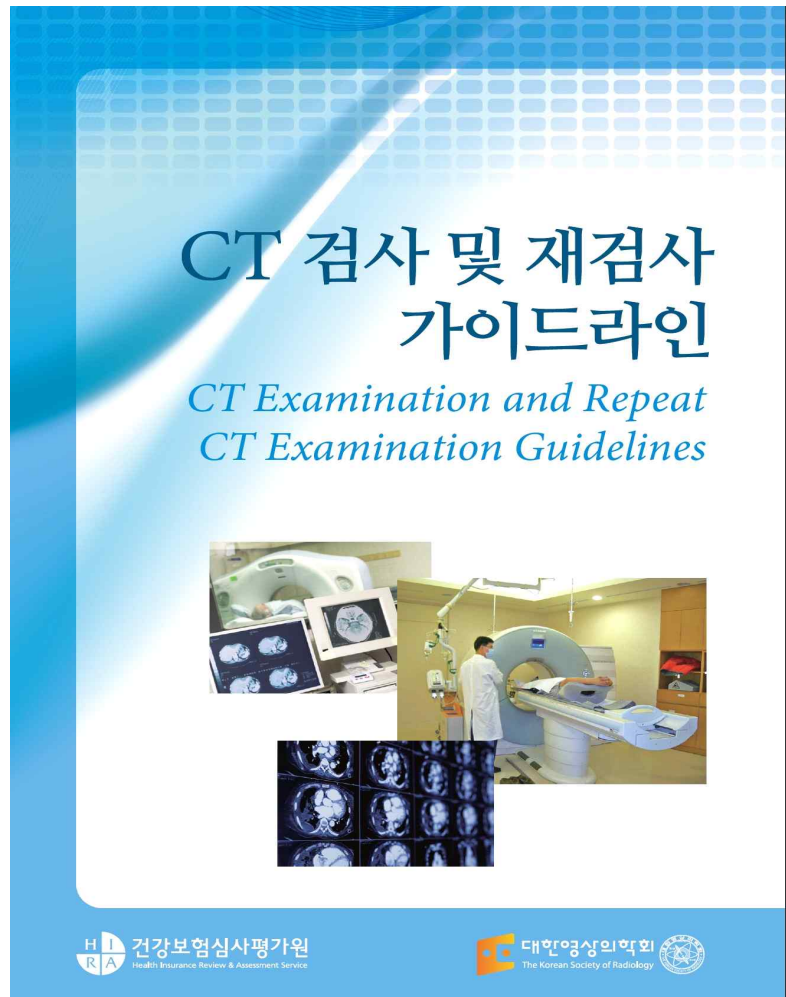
대한영상의학회의 CT 검사 및 재검사 가이드라인 표지(2013)
